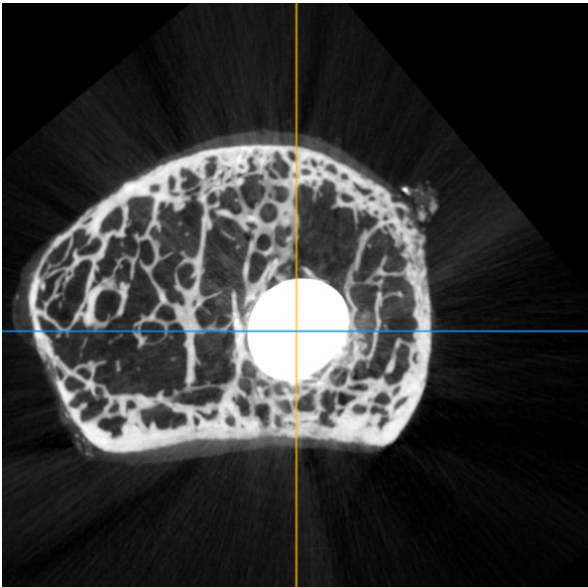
Darstellung der Probe SC 55 im μ CT, Ansicht von axial (Osirix).
